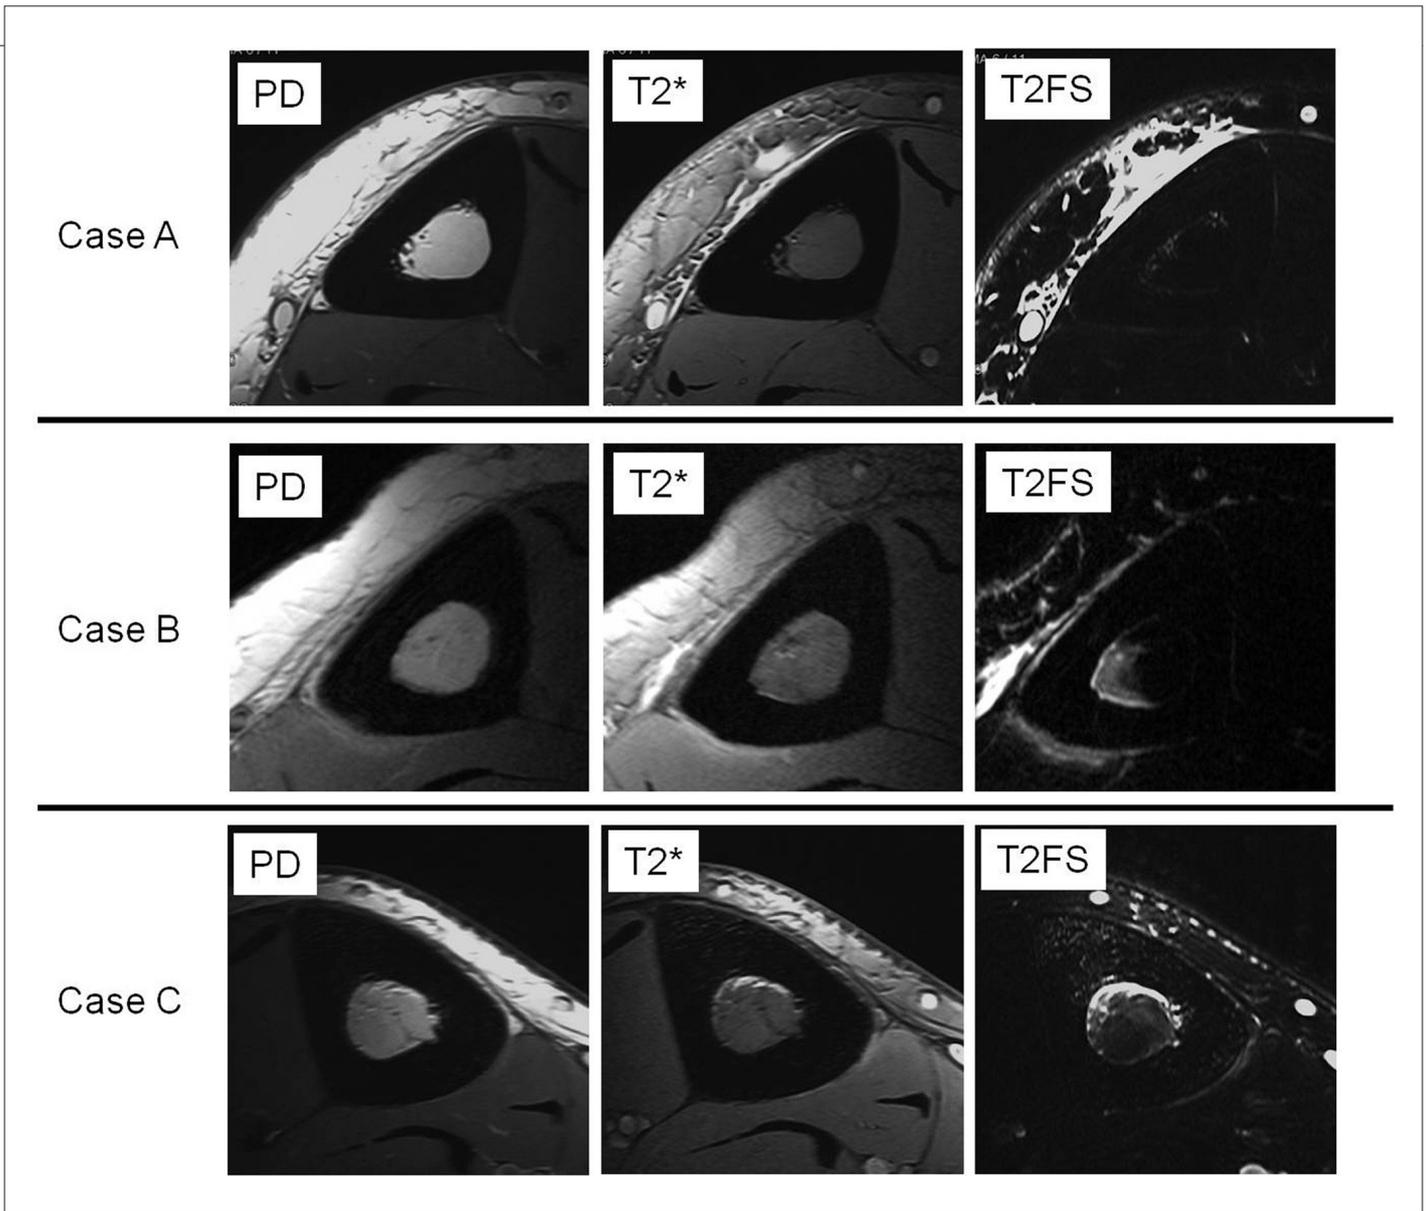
シンスプリント症例の高分解能 MRI 画像
